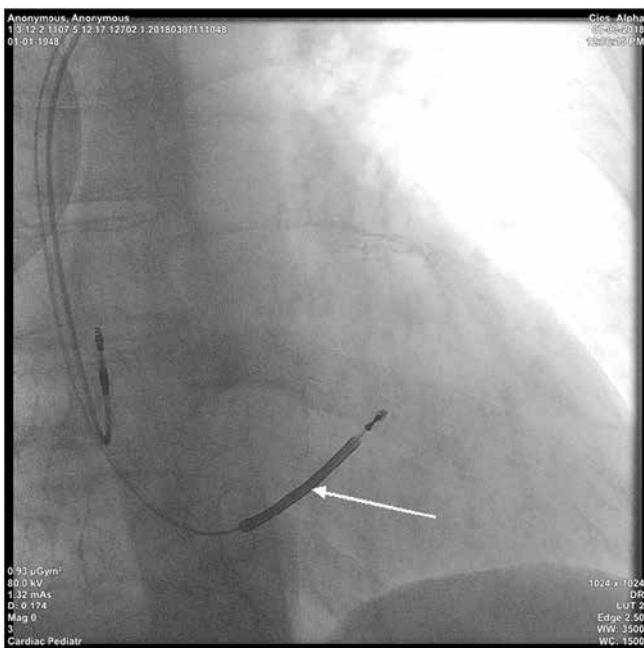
Рентгенограмма пациента Д. 58 лет.
